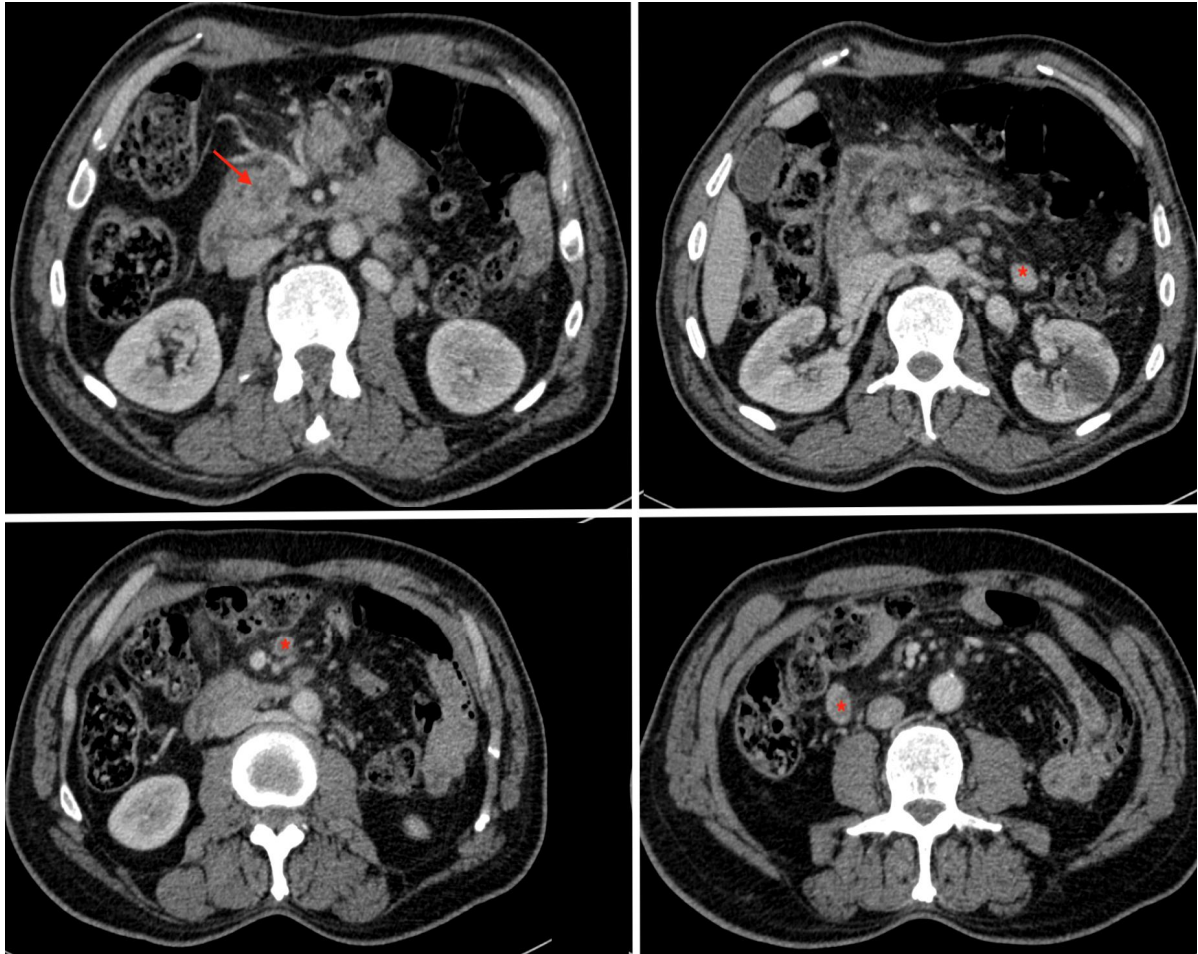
Coupes axiales d'une TDM abdominale C+ montrant un pancréas hétérogène siège d'une plage hypodense (flèche) d'allure suspecte, ainsi que de multiples adénopathies (étoiles)
